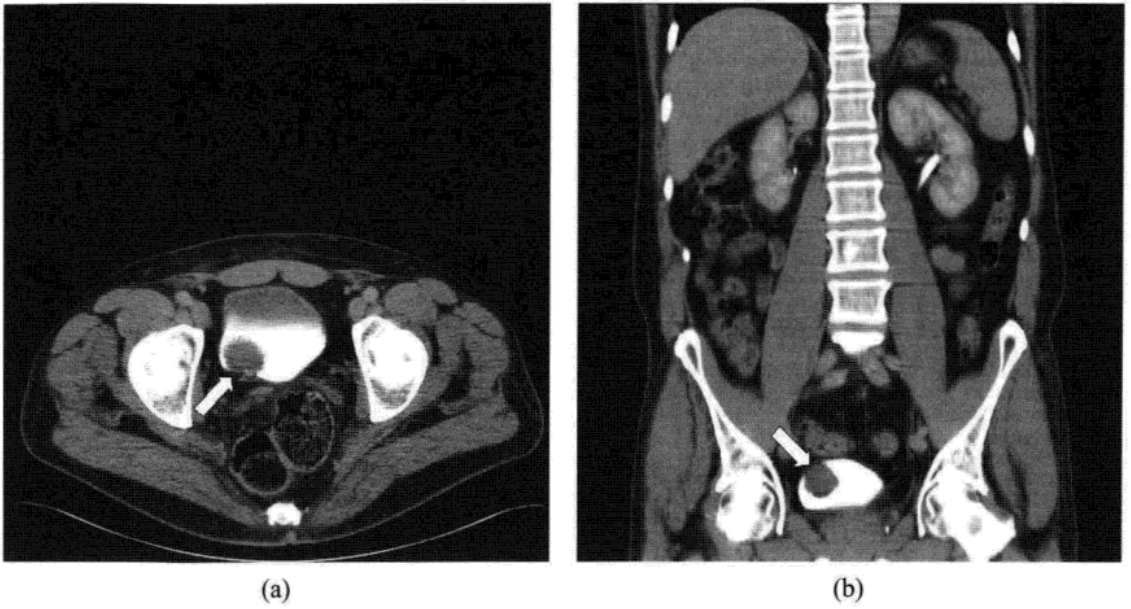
膀胱乳头状瘤。男性，53 岁，无症状肉眼血尿。横断位及冠状位 CT 显示膀胱内充盈缺损。
